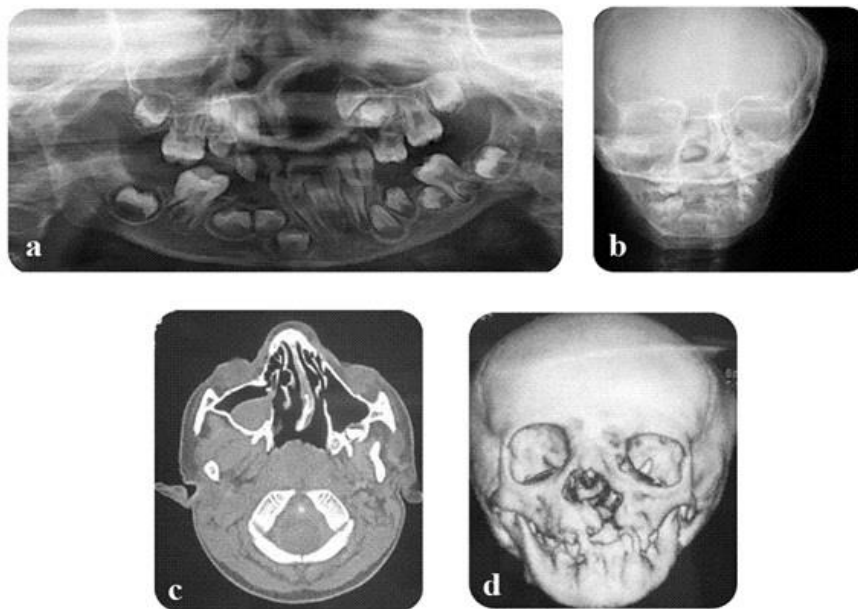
Mediante estudios radiológicos como en la ortopantomografía y una proyección AP (a-b) se puede determinar la variación en la erupción de los órganos dentales. por otro lado la asimetría
